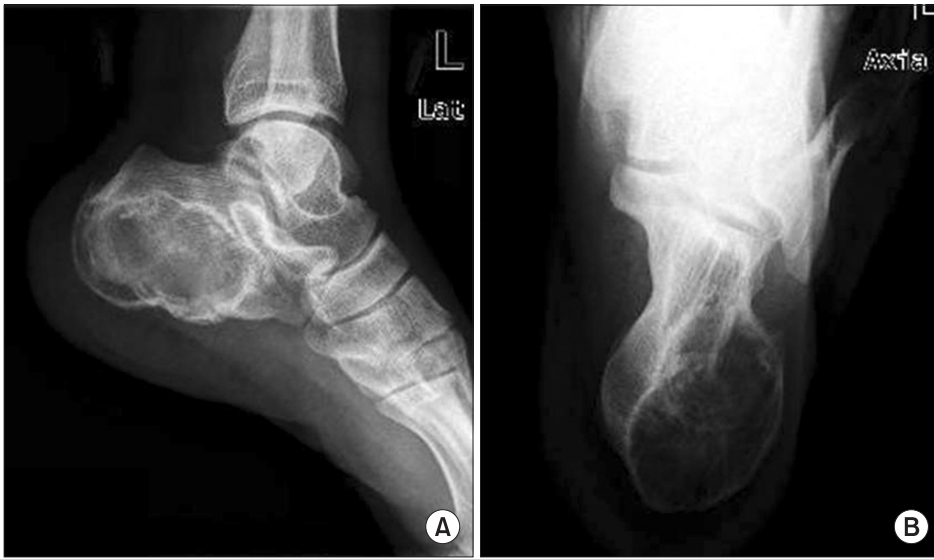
(A) Lateral preoperative radiograph of the left calcaneus revealed osteolytic lesion with thin sclerotic cortex and internal ground glass opacity at posterior and plantar aspect. (B) Axial preoperative radiograph showed osteolytic lesion mainly at medial aspect of calcaneus.
